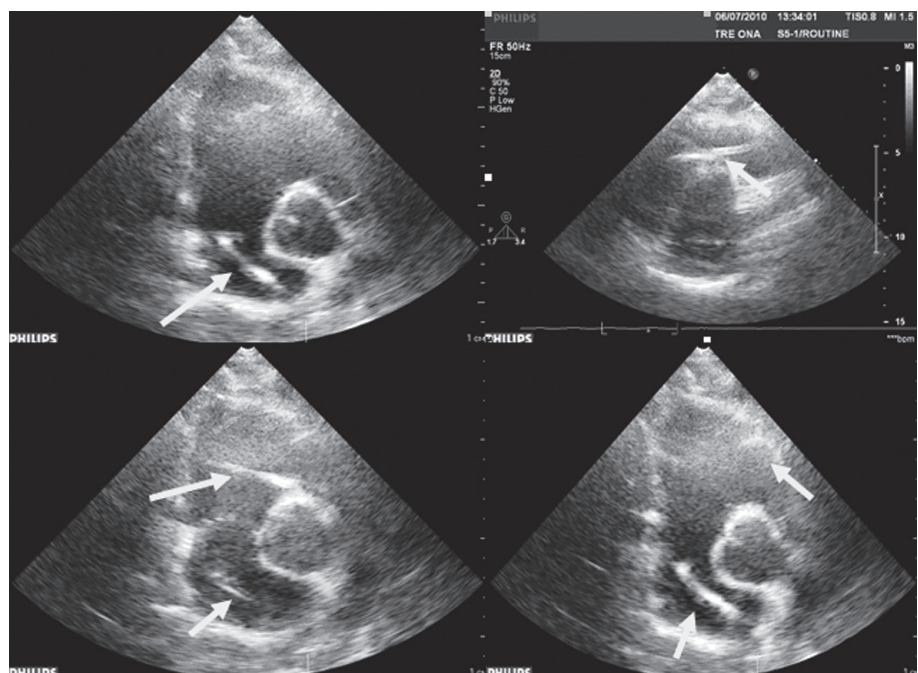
Эхокардиография больного А. (июль 2010 г.): стрелками отмечено положение желудочкового электрода.
